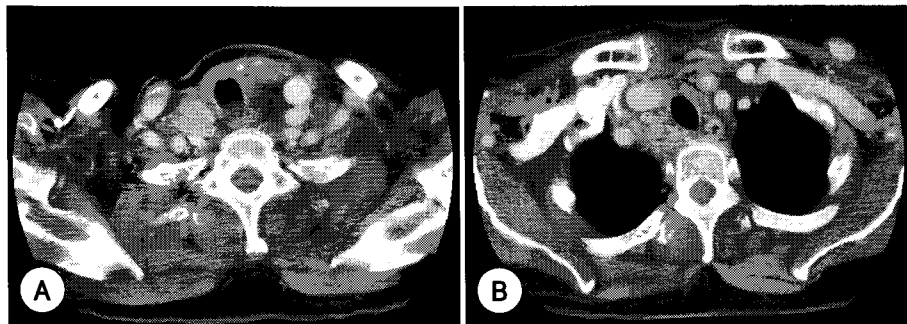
Metastatic findings of Computer tomographic findings. A : Metastatic lymphnode enlargement in left side of neck and recurrent thyroid mass in right thyroid bed. B : Metastatic lesion in chest wall.
